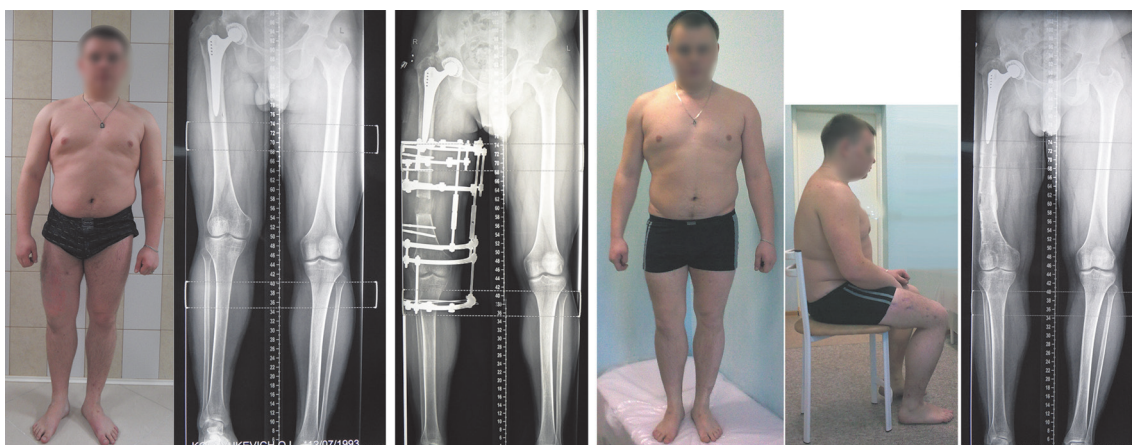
Рентгенограммы нижних конечностей и фото больного К., 17 лет. Диагноз: болезнь Пертеса. Состояние после тотального эндопротезирования правого тазобедренного сустава. Укорочение правой нижней конечности на 4,5 см. До, в процессе и через 1 год после лечения сохраняется стабильность эндопротеза правого тазобедренного сустава. Амплитуда сгибания в правом коленном суставе достигает 120°
